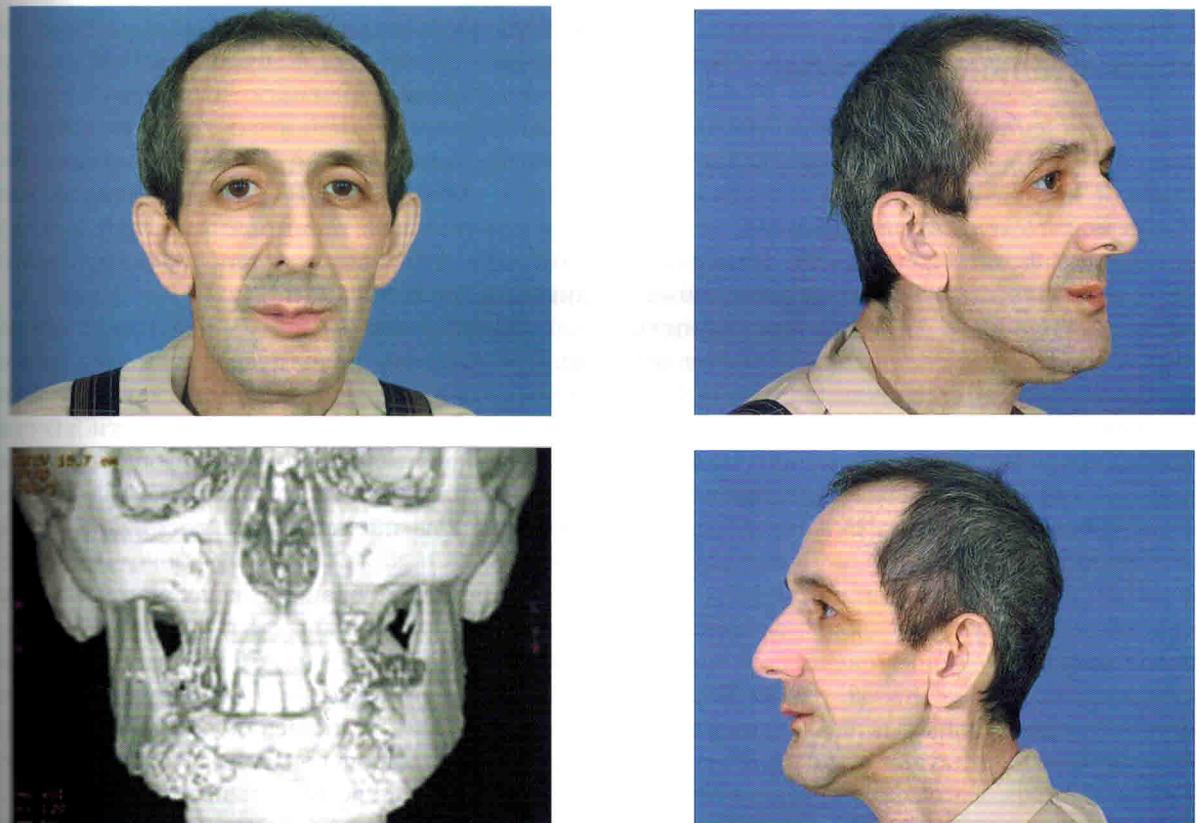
Внешний вид пациента Ш. и его компьютерная томограмма 2 нед спустя
